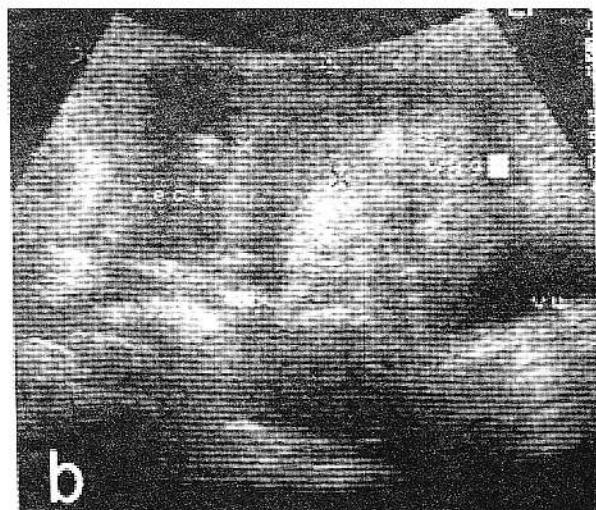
Tumora rectală evidențiată prin ecografie transperineală. Tumora rectală voluminoasă (a). Tumora anal fistulizată și necrozată (b)
